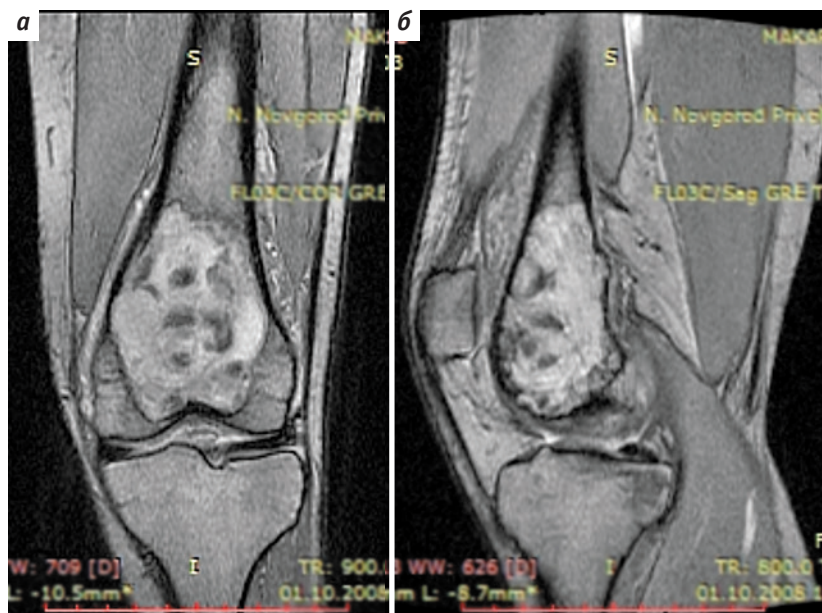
Магнитно-резонансная томография левой бедренной кости и левого коленного сустава: а — прямая проекция; б — боковая проекция
